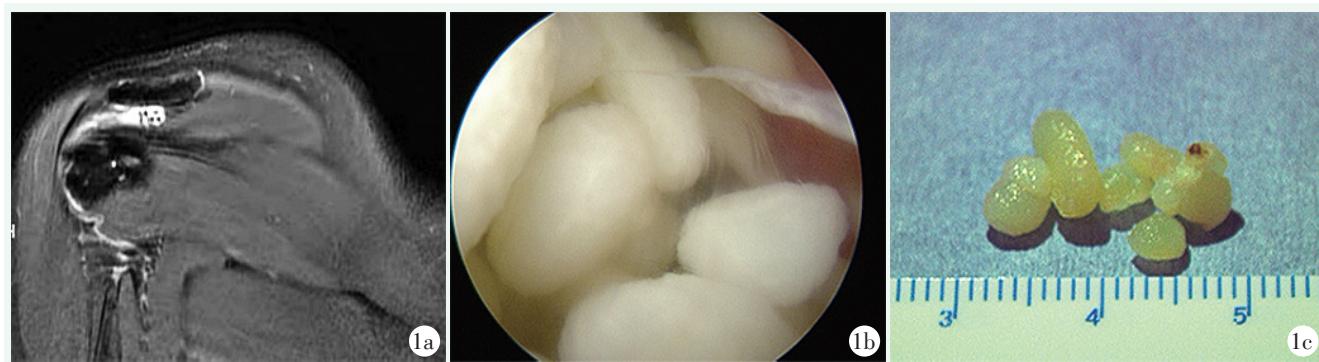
患者，男，52岁，右肩关节肿痛伴巨大包块1年 1a: MRI T2加权像上在高信号的滑囊中有较多低信号结节影 1b: 镜下见数量较多、大小较均匀米粒体 1c: 术中取出米粒体
